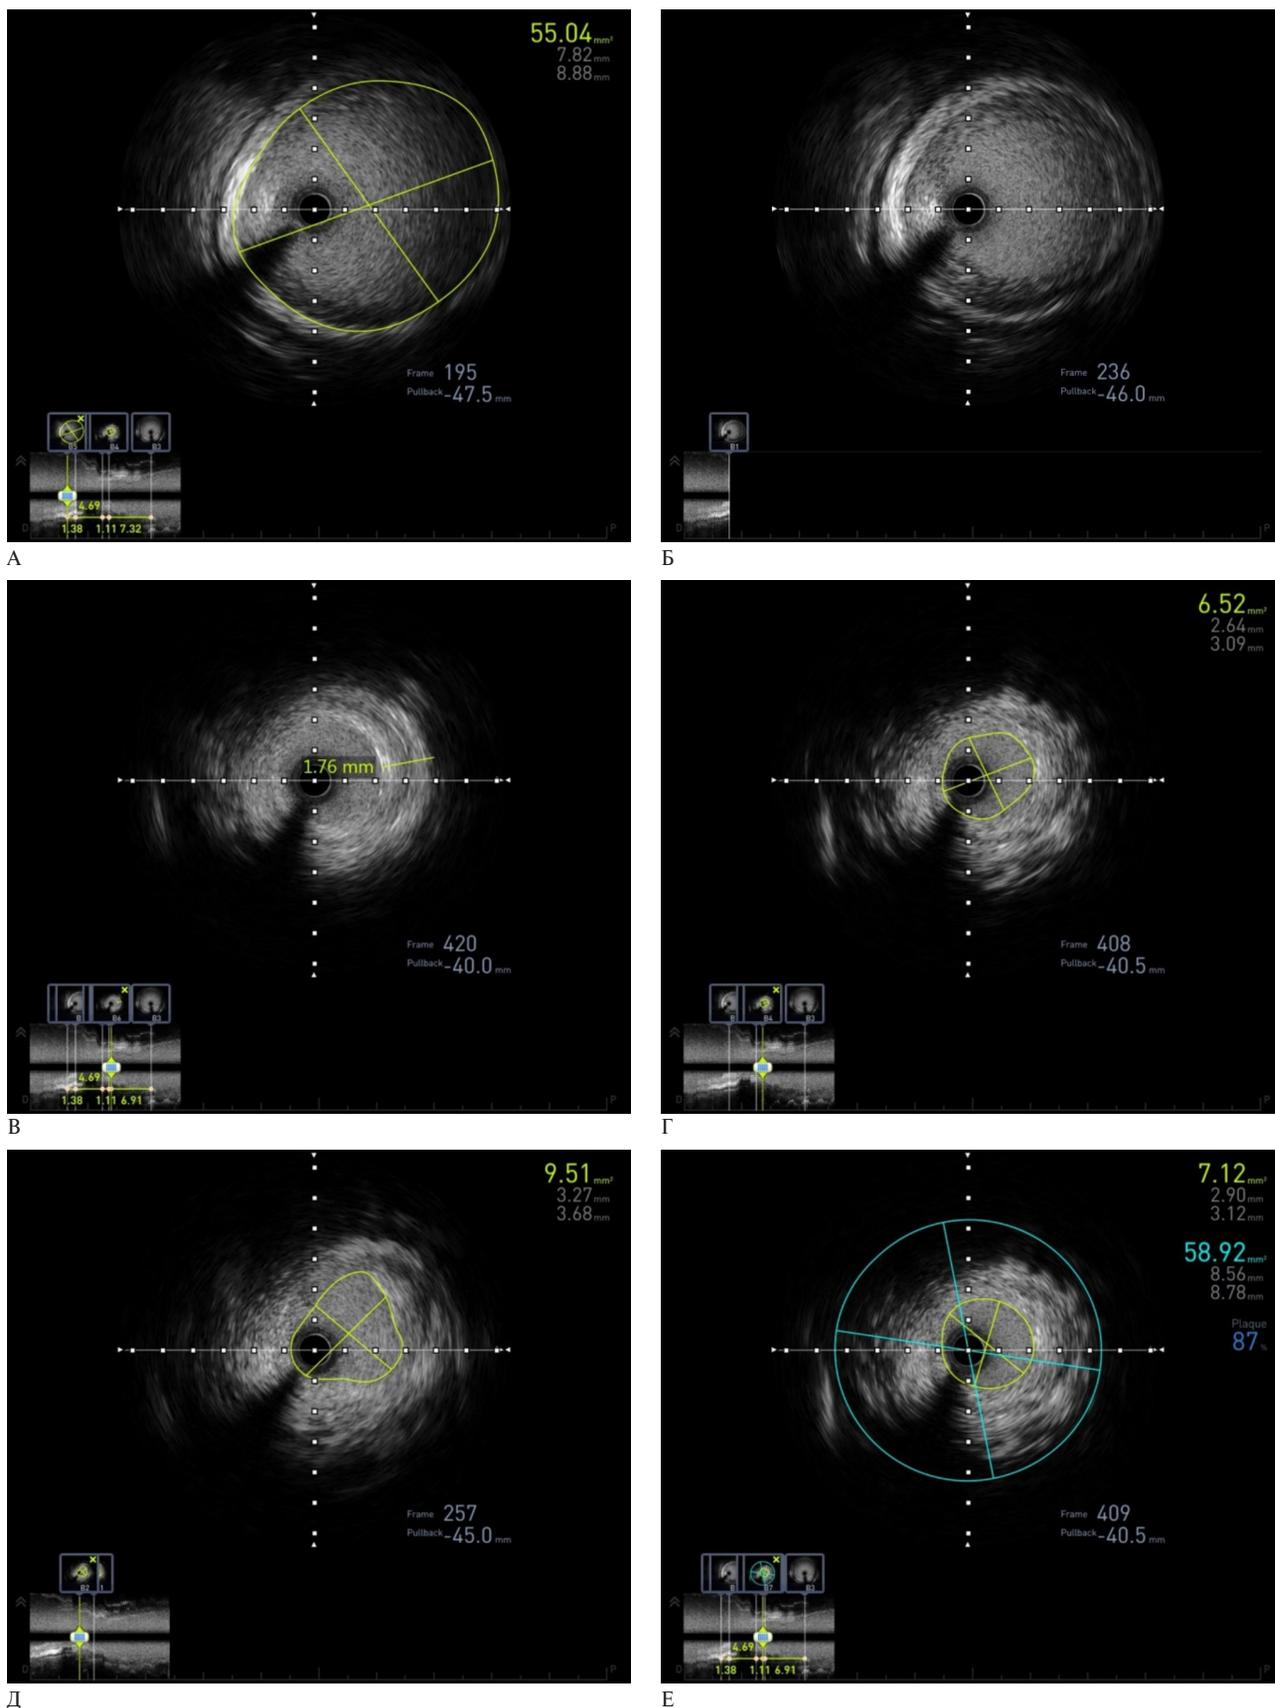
Интраоперационное ВСУЗИ: А — аорта до участка ксеноперикардиального лоскута, Б — гиперплазия интимы аорты в области соединения с ксеноперикардиальным лоскутом, В — гиперплазия интимы в ксеноперикардиальной заплате, Г — диаметр просвета аорты в участке стеноза, Д — диаметр и площадь просвета аорты после баллонной дилатации, Е — площадь стеноза аорты в зоне реконструкции.
